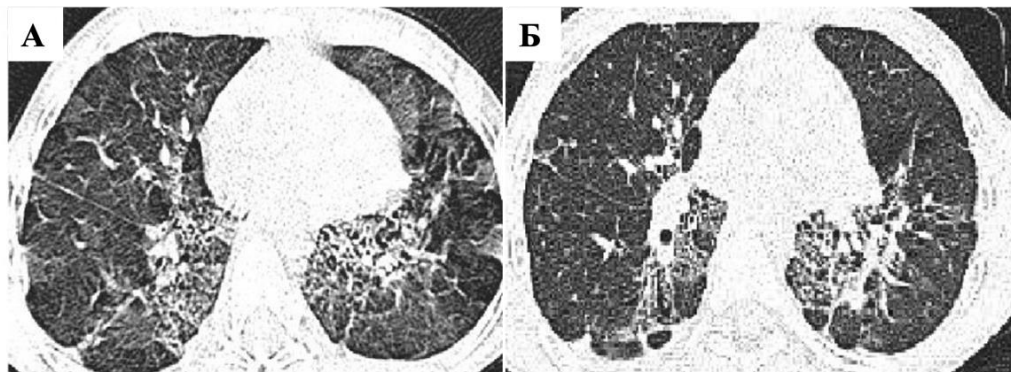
Компьютерные томограммы органов грудной клетки мальчика В., выполненные в возрасте 11 лет (А) и 14 лет (Б)
